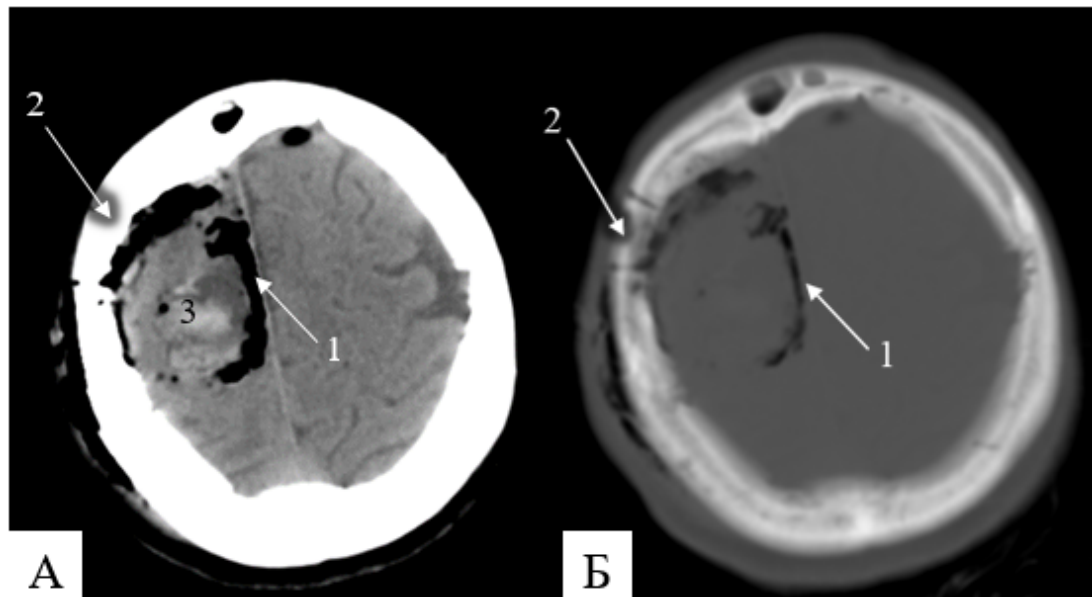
СКТ головного мозга на 1 – е сутки после операции. А (СКТ головного мозга, аксиальный срез); Б (СКТ головного мозга, костный режим) 1 – зона послеоперационных изменений; 2 –имплант из полиметилметакрилата; 3 – геморрагическое пропитыванием в ложе удаленной опухоли
